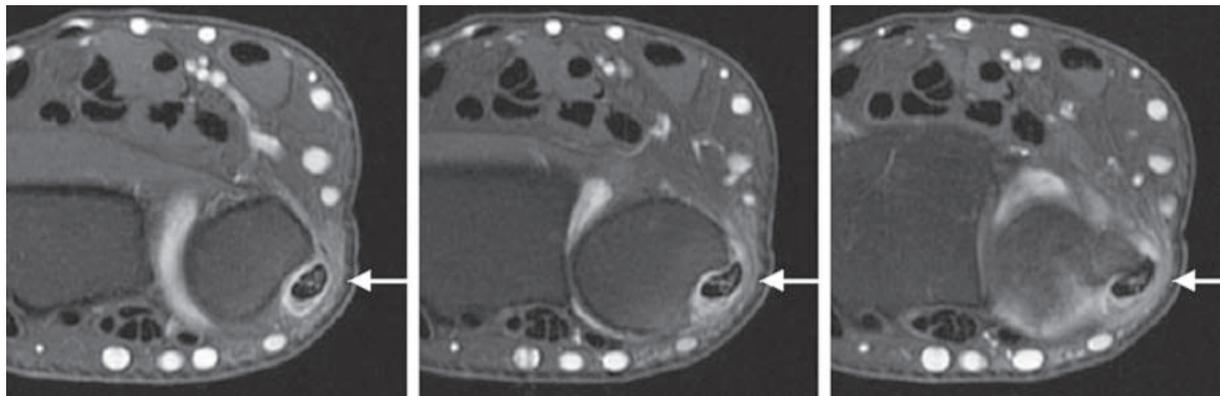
IRM coupes axiales T1 après injection intraveineuse de gadolinium. Tendinopathie et discrète subluxation du tendon extenseur ulnaire du carpe. L'injection de gadolinium montre un rehaussement net du rétinaculum et de la synoviale articulaire.
